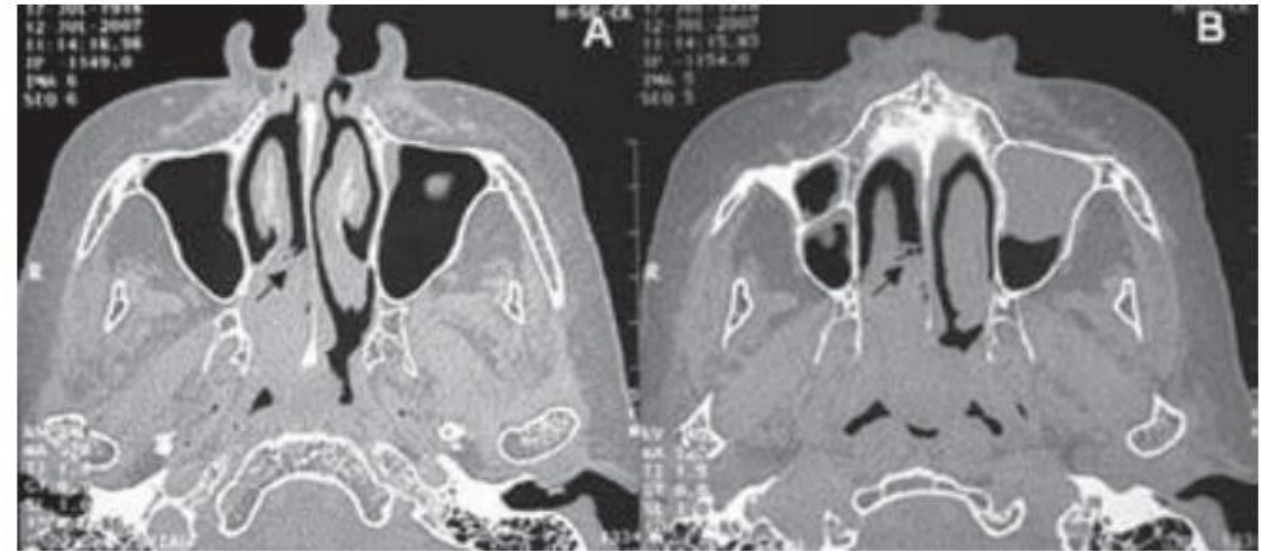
Tomografía computarizada en cortes axiales que muestra el origen septal del pólipo y su extensión a la nasofaringe. La flecha indica la inserción del pólipo.
